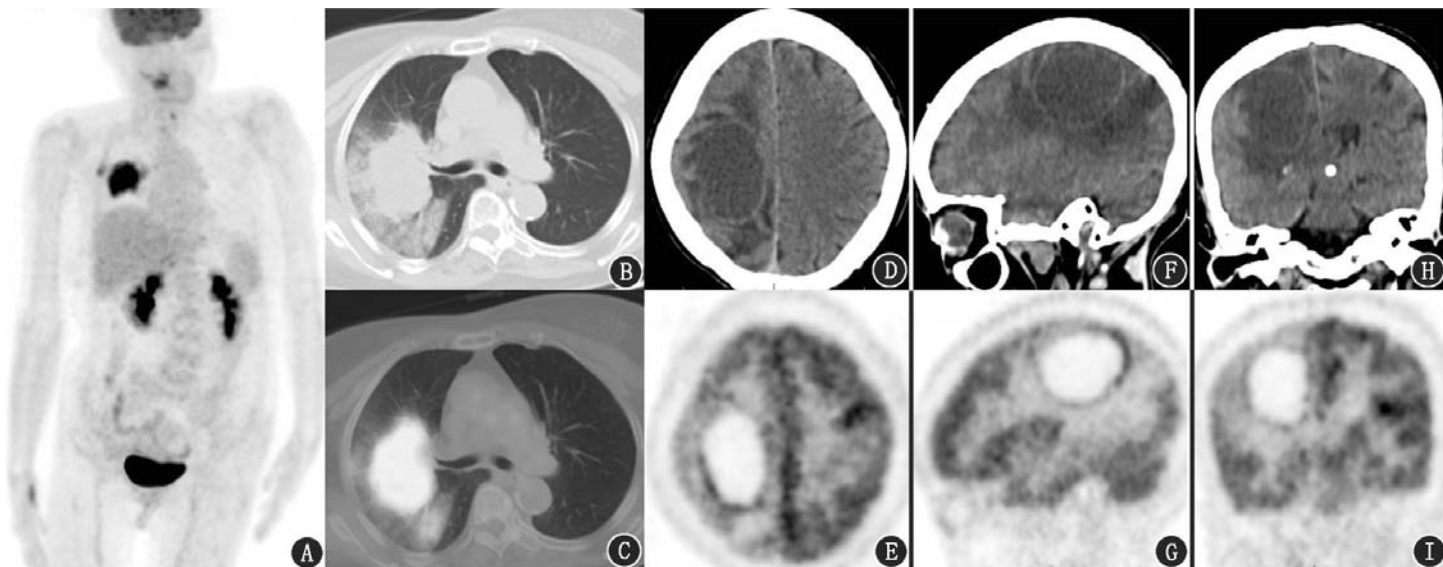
脑和肺占位患者(女,75 岁)¹⁸F-脱氧葡萄糖(FDG)PET/CT 显像图。A. PET 全身最大密度投影(MIP)图可见右侧肺门区代谢异常增高肿物;B、C.肺窗横断面 CT 及 PET/CT 图像可见右肺上叶代谢增高肿物,右肺上叶支气管截断,病变远端可见代谢略增高的斑片及磨玻璃影;D~I.脑 CT 及 PET 横断面、矢状面、冠状面图像可见右侧额顶叶皮质下囊性占位,囊腔呈代谢缺损区,囊壁代谢不均匀增高,周围大片水肿带,邻近皮质代谢减低
